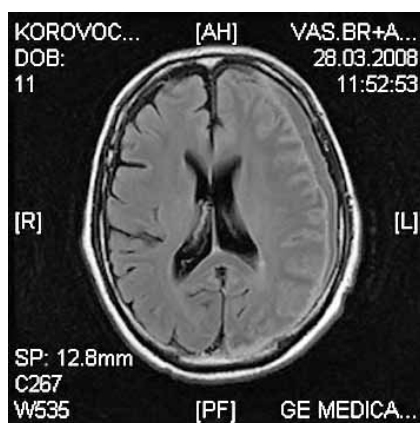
МРТ, изображения с подавлением сигнала от жидкости (FLAIR) пациента с нагноившейся субдуральной гематомой (эмпиемой) в левом полушарии головного мозга. В оболочечном пространстве левой лобно-височно-теменной области определяется скопление жидкости, от которой идёт сигнал, повышенный по сравнению с ликвором.
